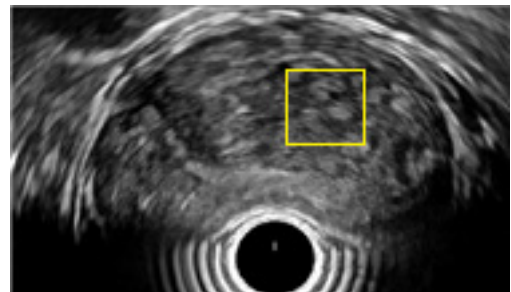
Image of BPH in the ultrasonography
